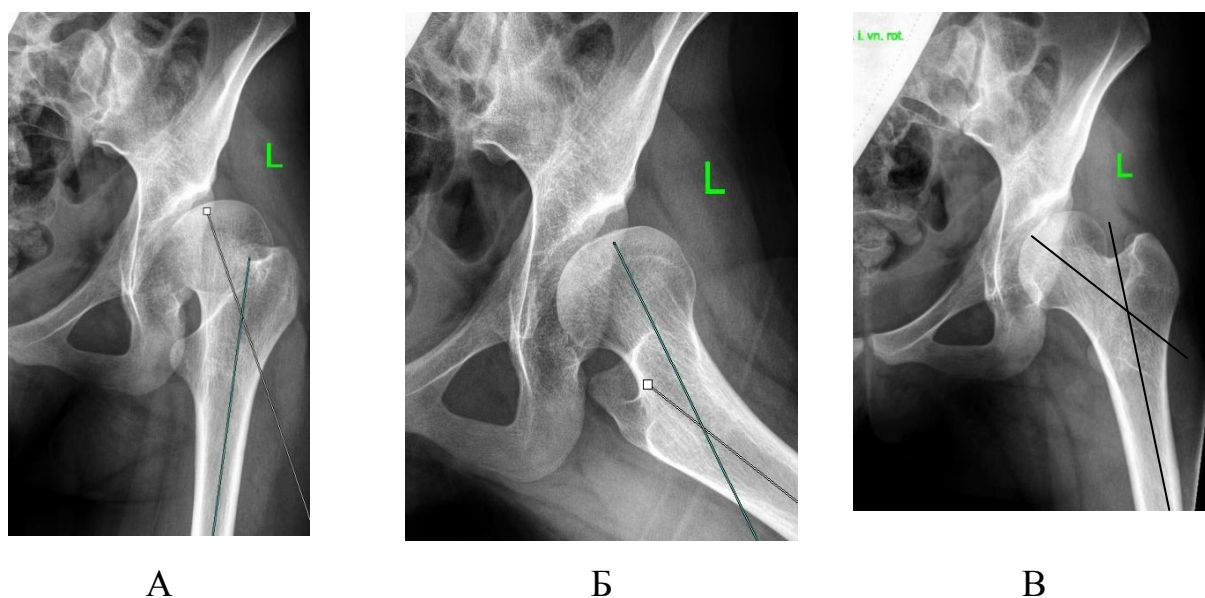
А – проекционный шеечно-диафизарный угол; Б – проекционный угол антеверсии проксимального отдела бедренной кости (рентгенограмма выполнена в позиции по Лауэнштейну); В – истинный шеечно-диафизарный угол
